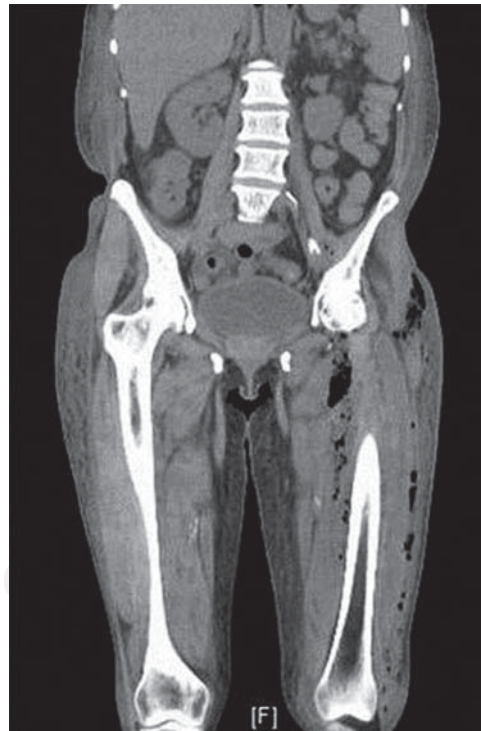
TAC con detección de gas subcutáneo y alrededor de la articulación coxofemoral.
